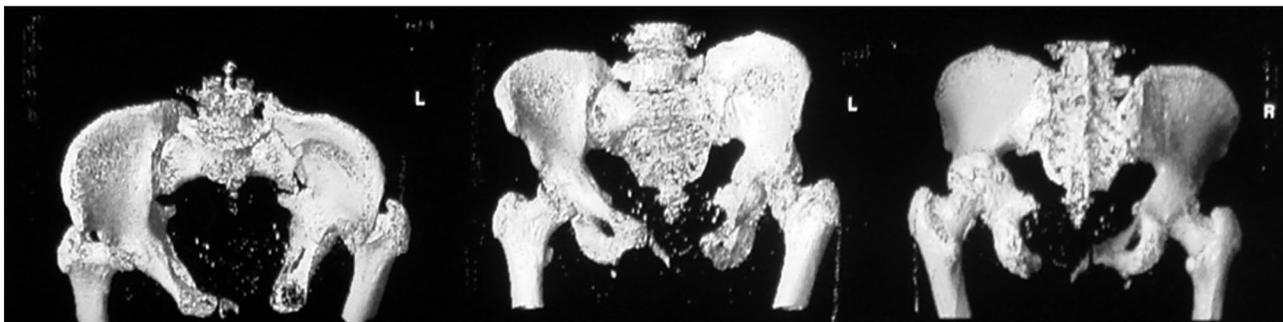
Компьютерная томография таза
